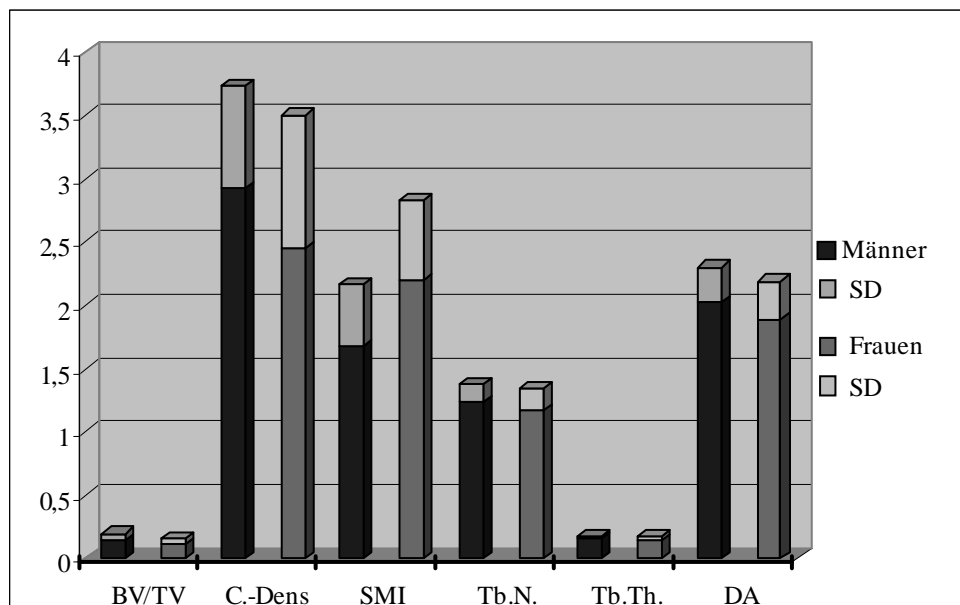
Mikro-CT Parameter der Männer und Frauen im Vergleich, Mittelwerte und Standardabweichungen (SD)
